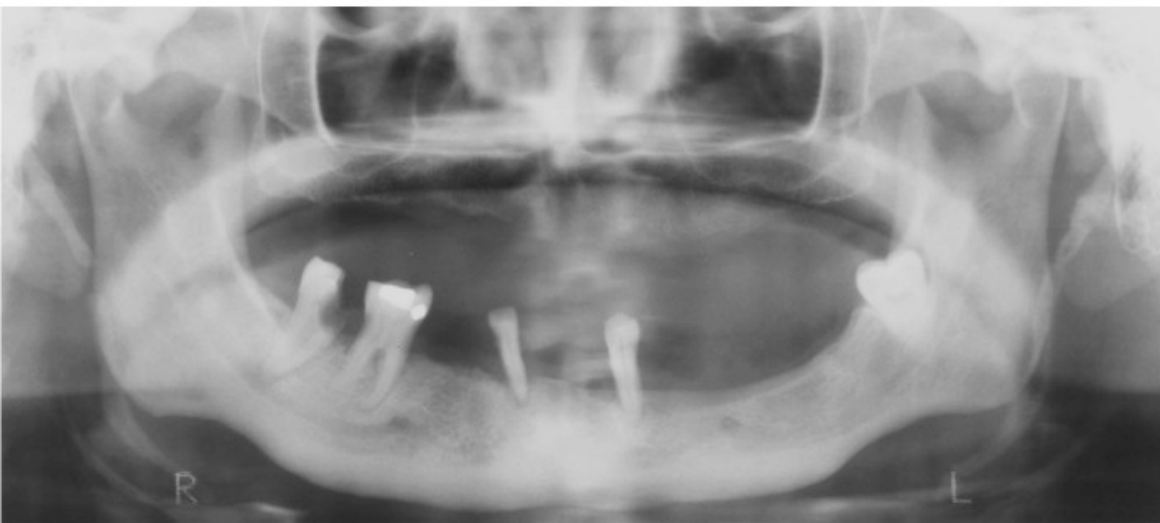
Radiografias panorâmicas de pacientes com doença periodontal
